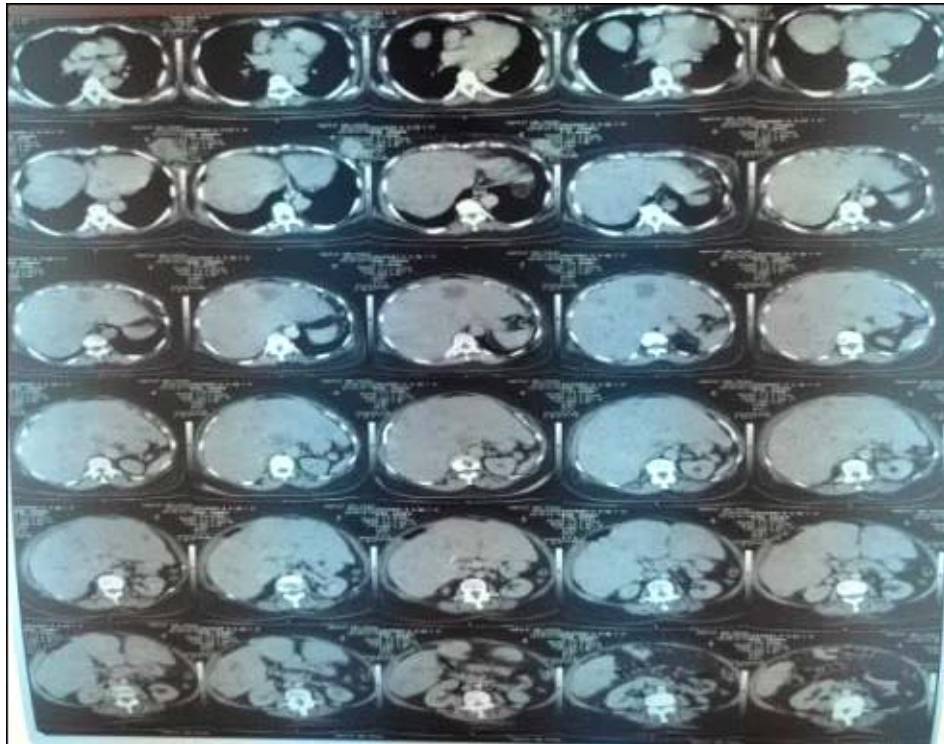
TDM de la patiente
